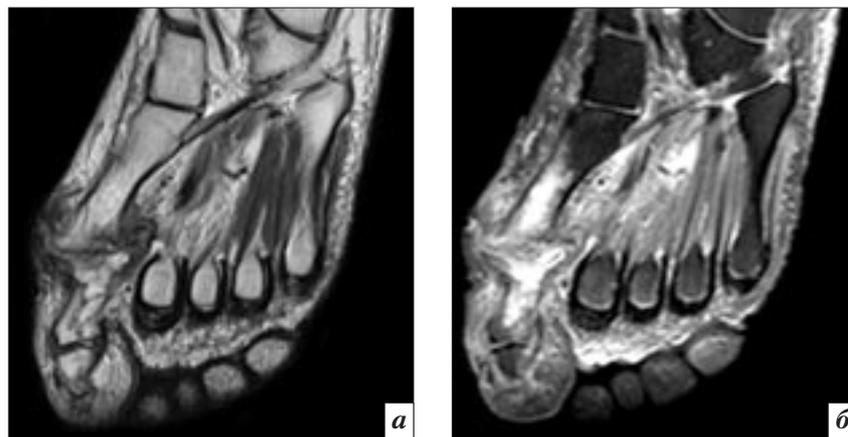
МРТ стопы, коронарные проекции, T1-ВИ (а) и FSat (б) пациента Г., 62 лет. СД 2 типа. Диабетическая стопа, смешанный тип. Остеомиелит I плюсневой кости, основной фаланги и артрит плюснефалангового сустава I пальца стопы. Визуализируются свищевой ход на внутренней поверхности плюснефалангового сустава I пальца, который отчетливо связан с полостью сустава, деструкция и отек костного мозга костей, образующих сустав.
